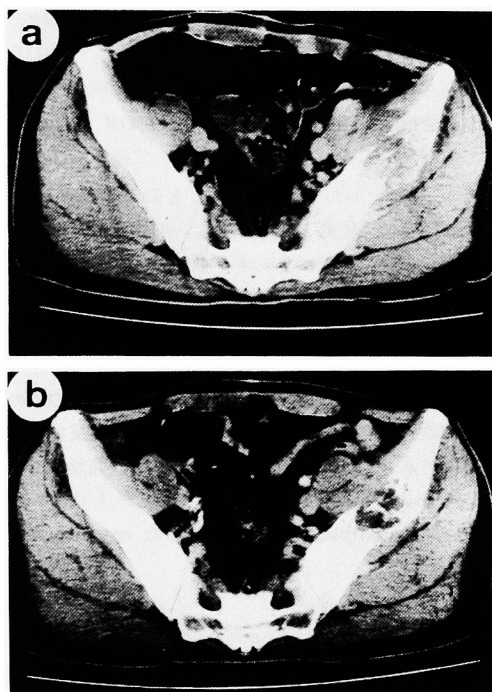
CT-scan of the left iliac bone metastasis of case 6. The metastatic lesion (a) was significantly reduced in size and necrosis after the treatment (b).
